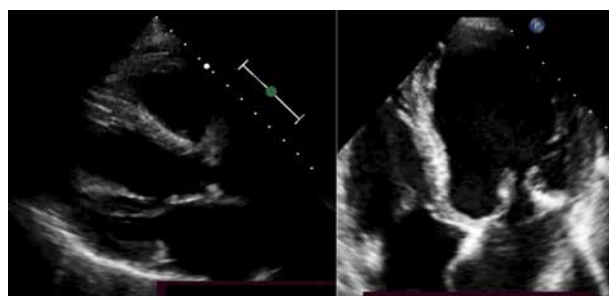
Ecocardiografie transtoracică 2D, ventricul stâng ușor dilatat, hipertrofiat concentric
